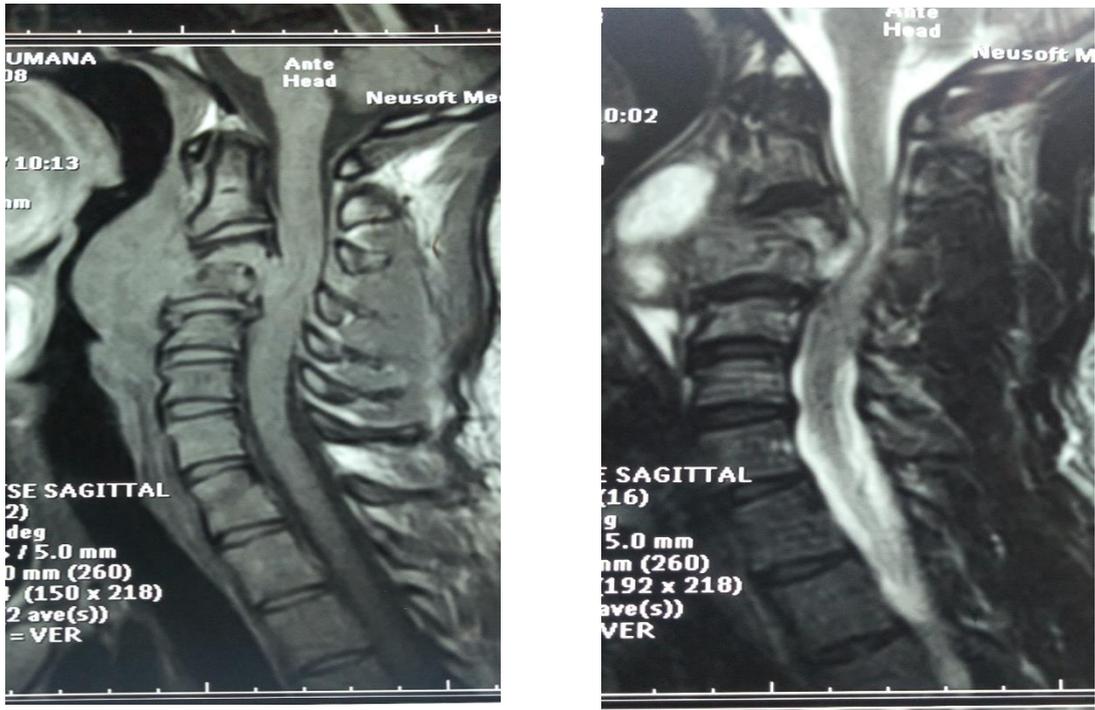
Patient N1 : Images IRM montrant des foyers d’ostéolyse de vertèbre C₃–C₄ avec abcès au compression vertèbre et médullaire, forte possibilité de tuberculose.
